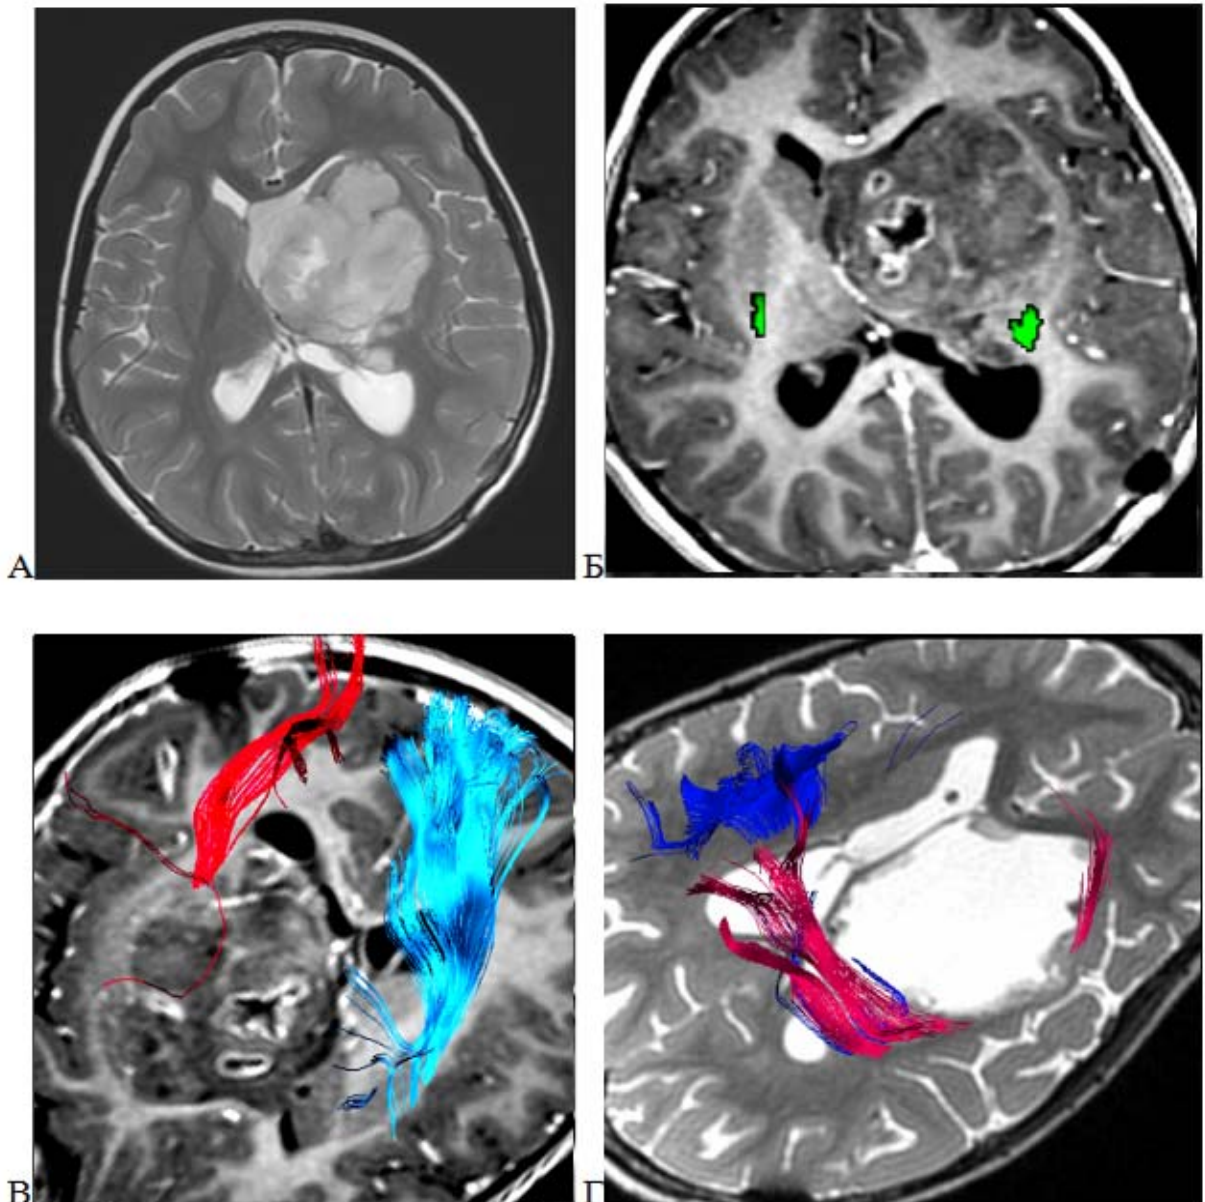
Распространенная пилоидная астроцитома, WHO grade 1, подкорковых узлов слева. А – МРТ головного мозга, T2—последовательность в аксиальной проекции. Опухоль имеет крупный размер, занимает область передних отделов таламуса, лентикулярного ядра и головки хвостатого ядра, деформирует прилежащие отделы бокового и III желудочков; Б,В - стандартная МР-трактография, T1-последовательность с контрастным усилением в аксиальной проекции, 2D (Б, КСТ зеленый цвет) и 3D реконструкция (В, КСТ синий и красный цвет). КСТ смещен дорсолатерально; Г – стандартная МР-трактография, T2-последовательность в аксиальной проекции, тотальное удаление опухоли лобным трансвентрикулярным доступом
